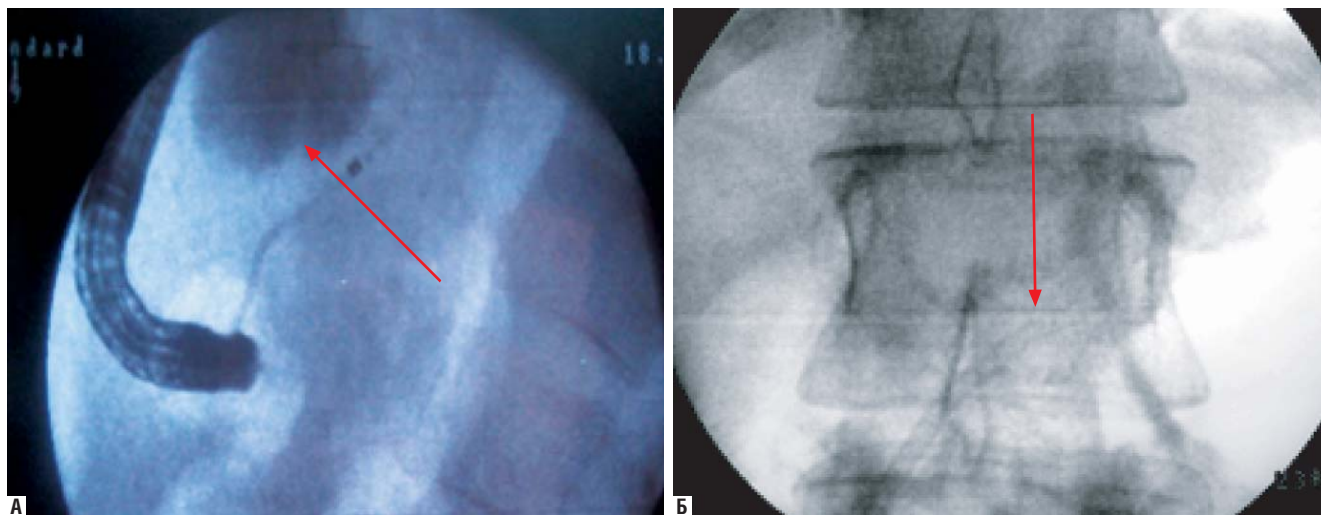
Рентгенограммы. А – катетеризация главного панкреатического протока и контрастирование кисты головки поджелудочной железы. Б – стент в главном панкреатическом протоке
